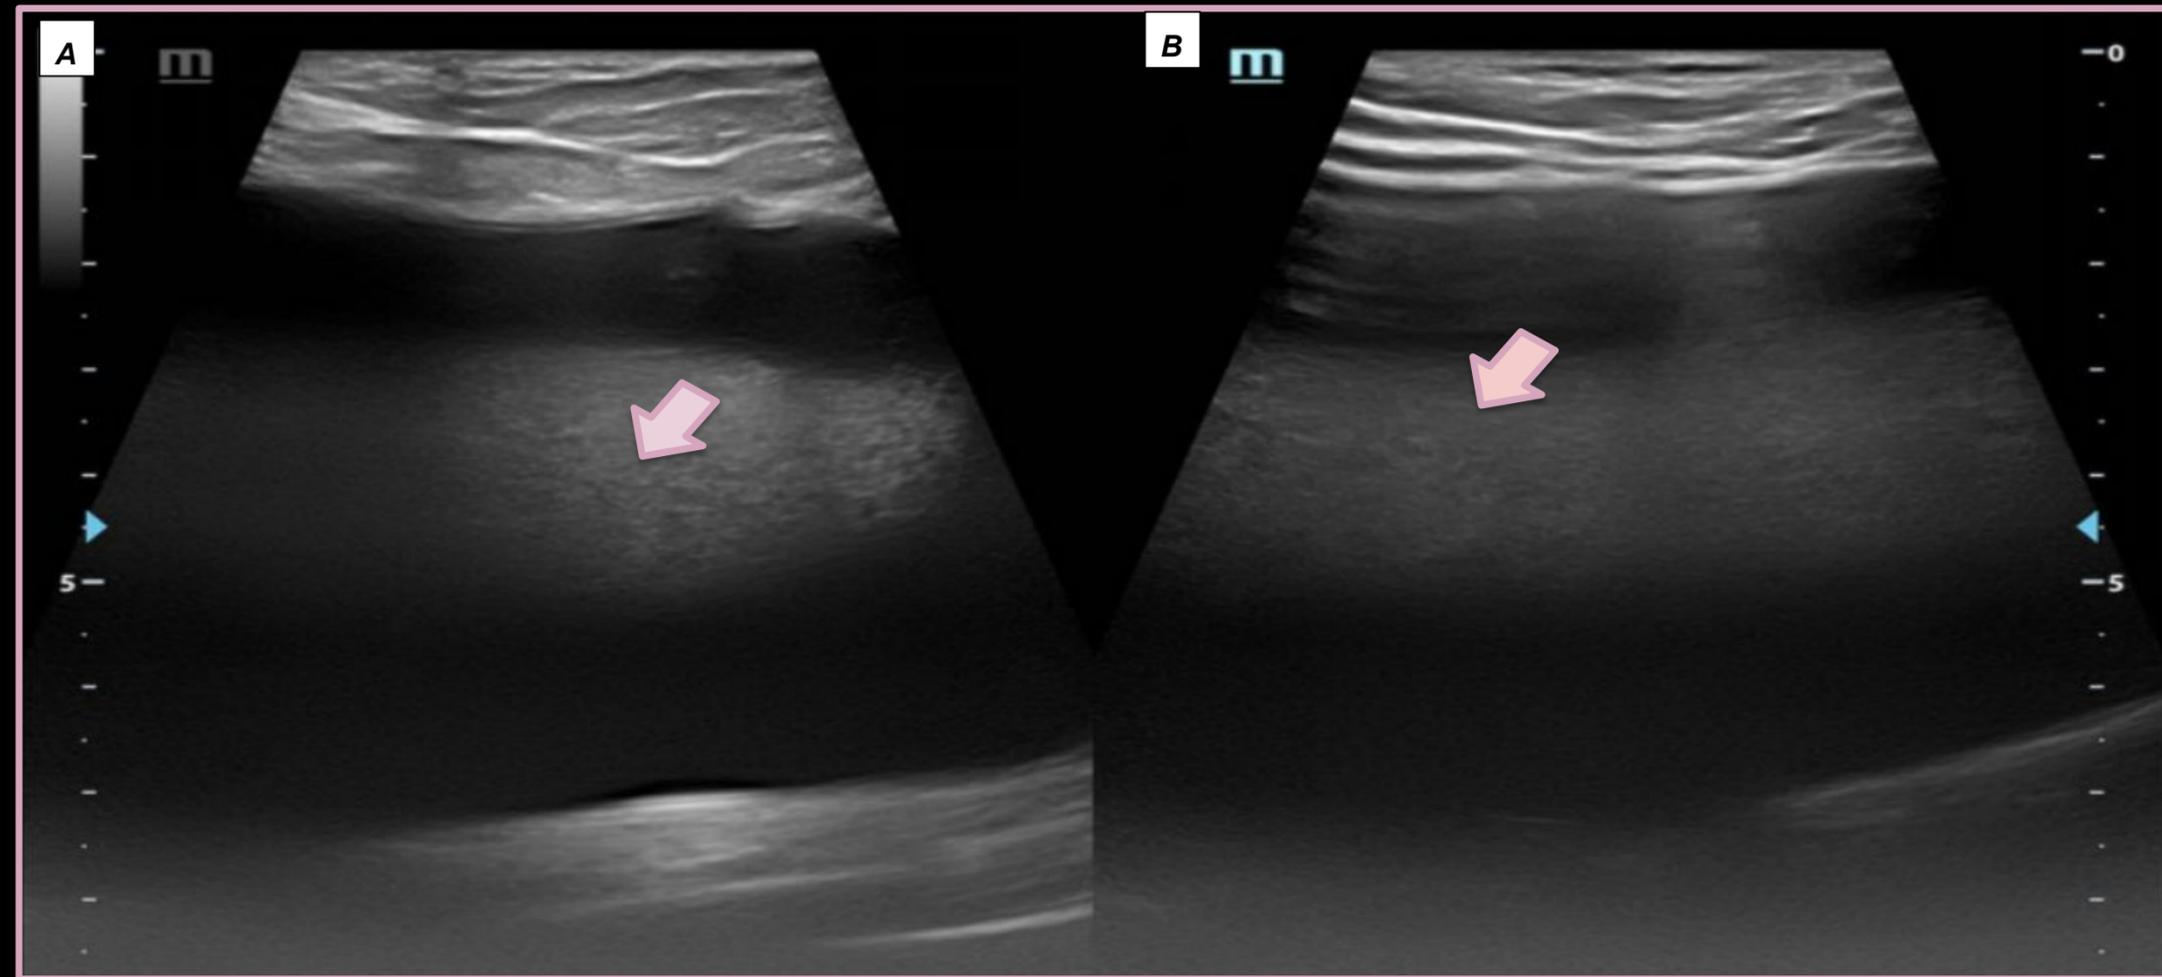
A y B) Ecografía modo B se evidencia artefacto de reverberancia (flechas rosadas) en el interior de la prótesis mamaria.
